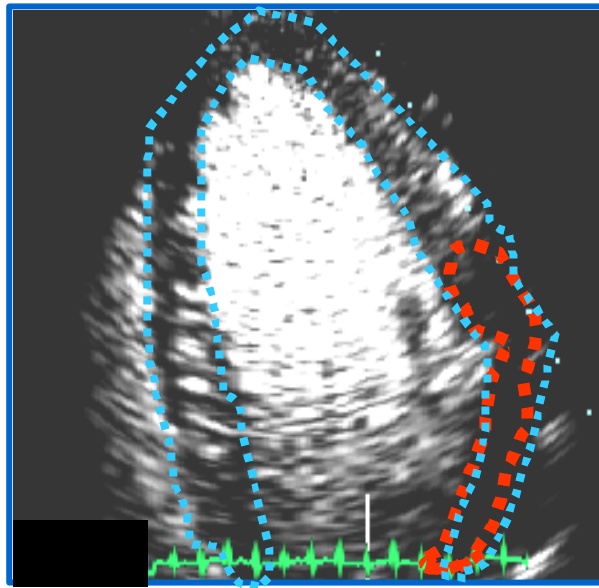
Ecocardiograma com contraste em escala de cinza - planimetria da área com defeito de perfusão (vermelho) e da área do miocárdio total (azul)
